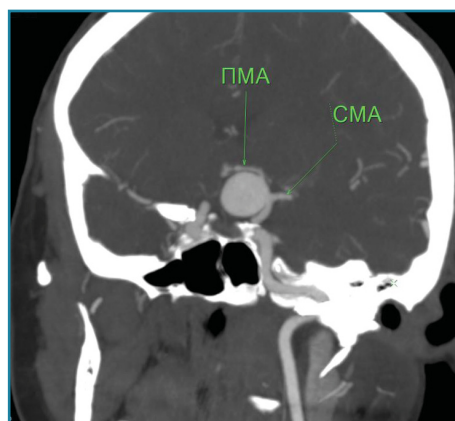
СКТ с контрастом в режиме МIP
